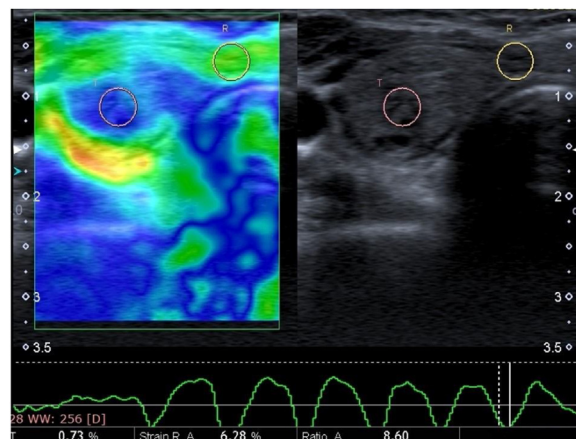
Imagens de ultrassonografia (US) em modo B de tela dupla (direita) e o elastografia por US (esquerda) revelam grandes proporções de regiões azuis que demonstram rigidez, com algumas áreas verdes claras misturadas (escore 3). A média da razão de compressão foi de 8,60. O exame histopatológico revelou carcinoma papilífero da tireoide.
